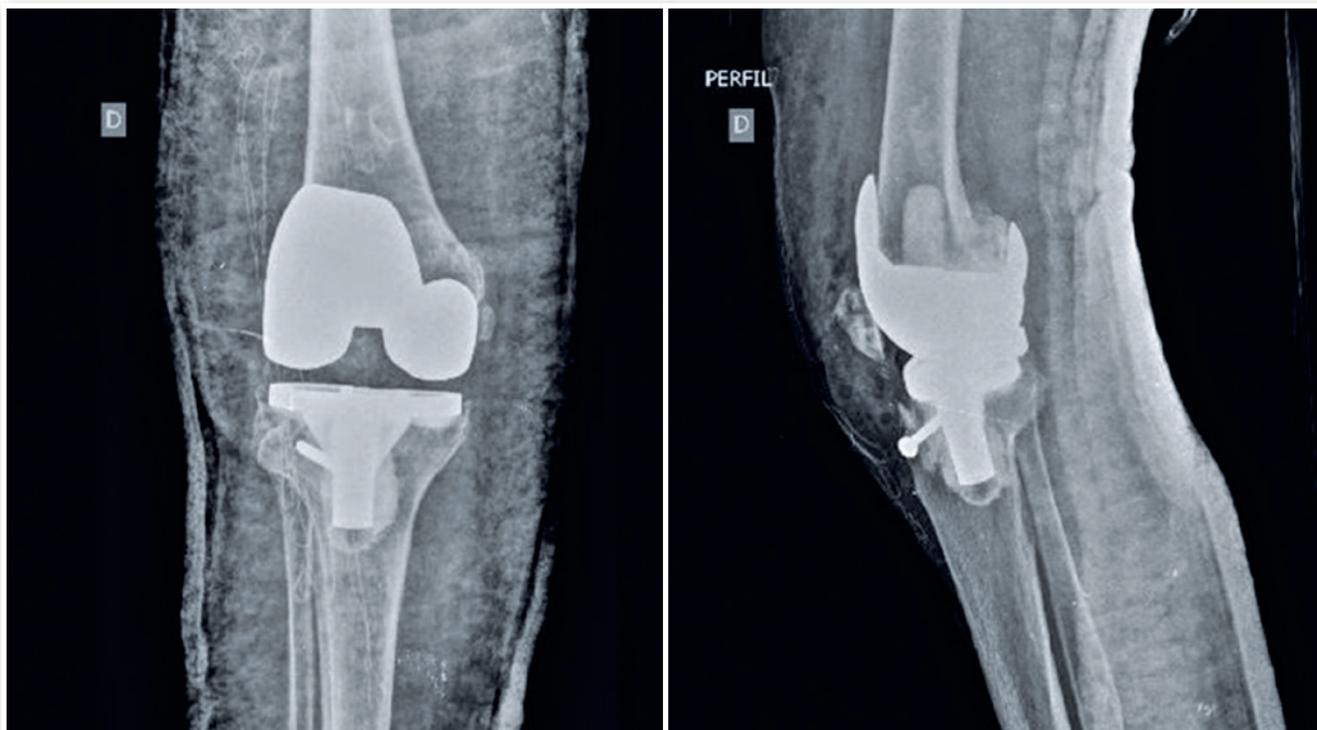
Radiografia pós-operatória.
